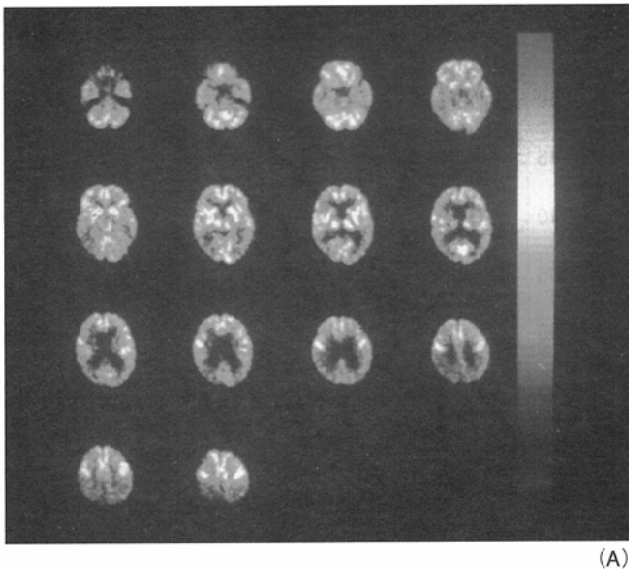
(A)アルツハイマー病のF-18 FDGによる代謝測定, (B)アルツハイマー病のCT像
